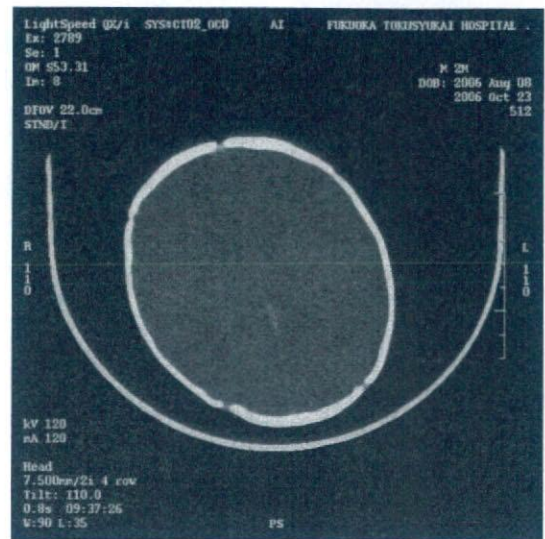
10 病日 2006. 10. 23 CT
